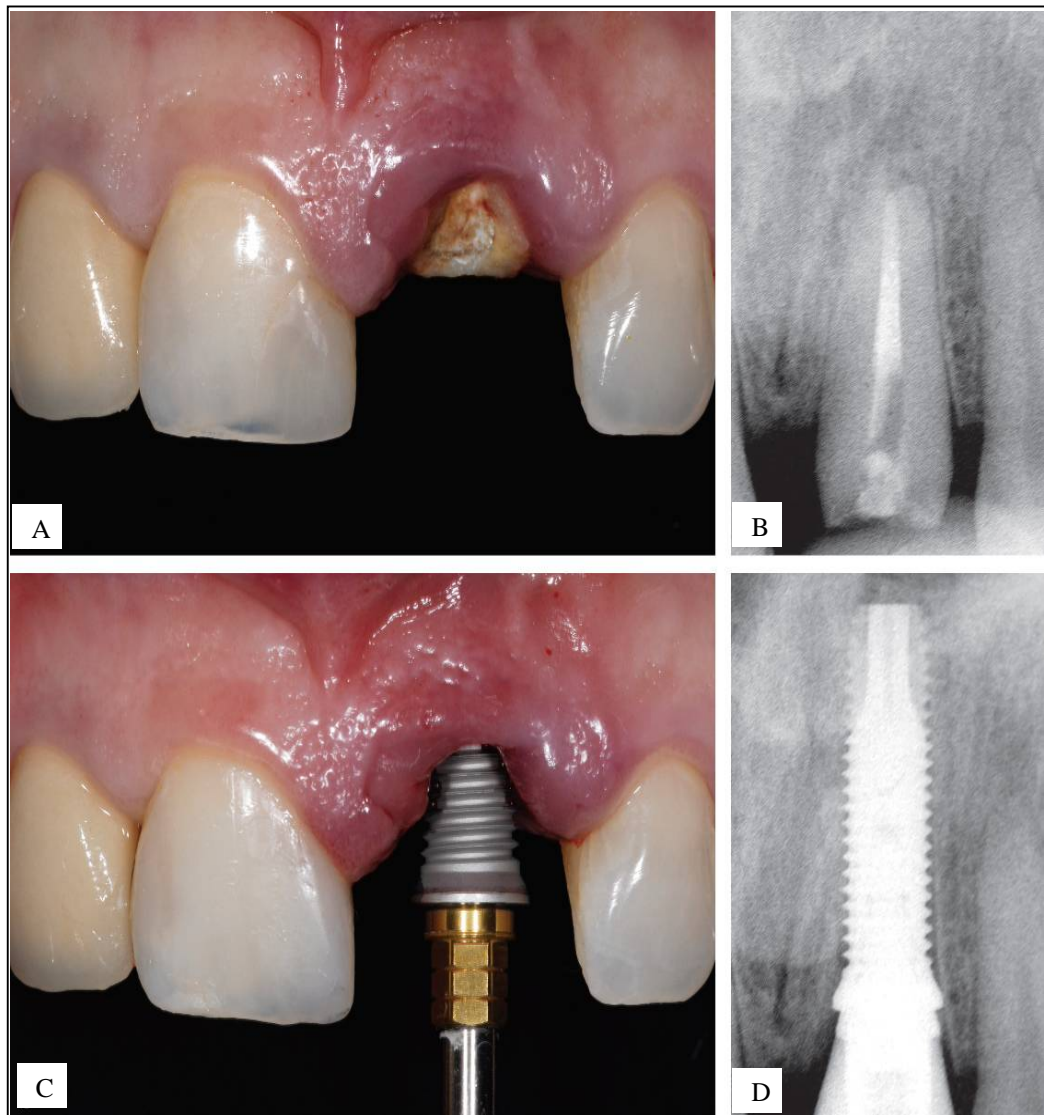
A) Visão pré-operatória do elemento dental do 21; B) Radiografia periapical do pré-operatório do dente 21; C) Posicionamento do implante do dente 21; D) Radiografia periapical imediatamente no pós-operatório
